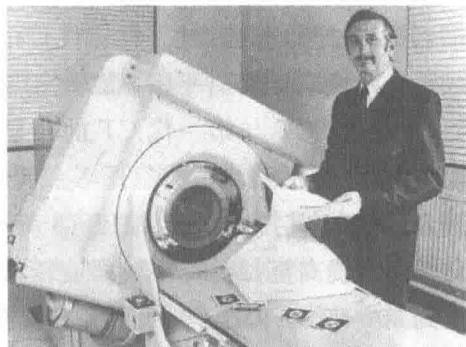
CT的发明人豪斯菲尔德和世界上一台CT原型机
